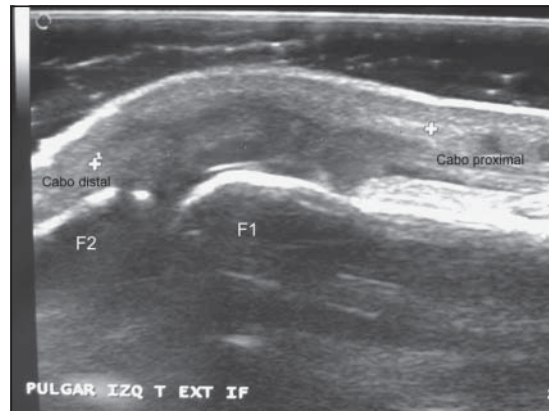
Ecografía que muestra el gap de 1,76 cm entre el cabo proximal y distal del tendón.
